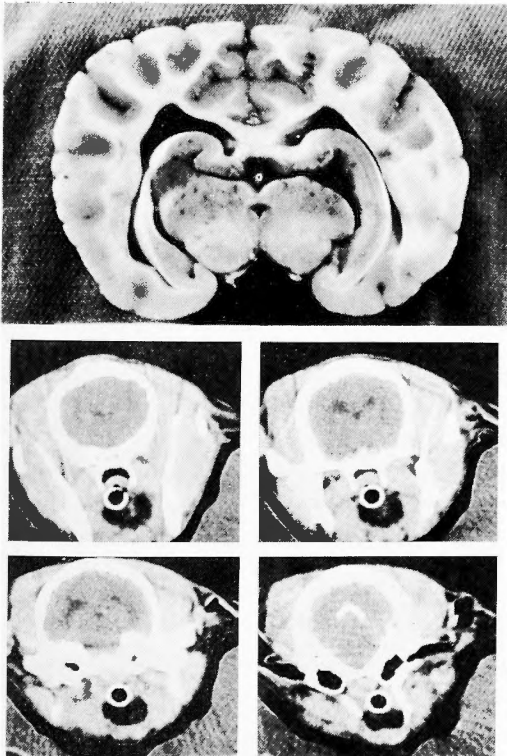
CT scan and autopsy in the same case in Figure 1. The ventricles yielded mild dilatation.
